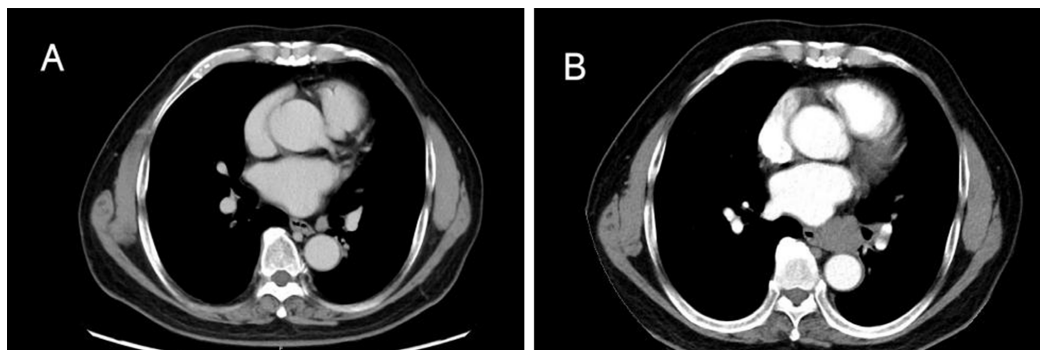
Chest CT scan, June 12, 2024
